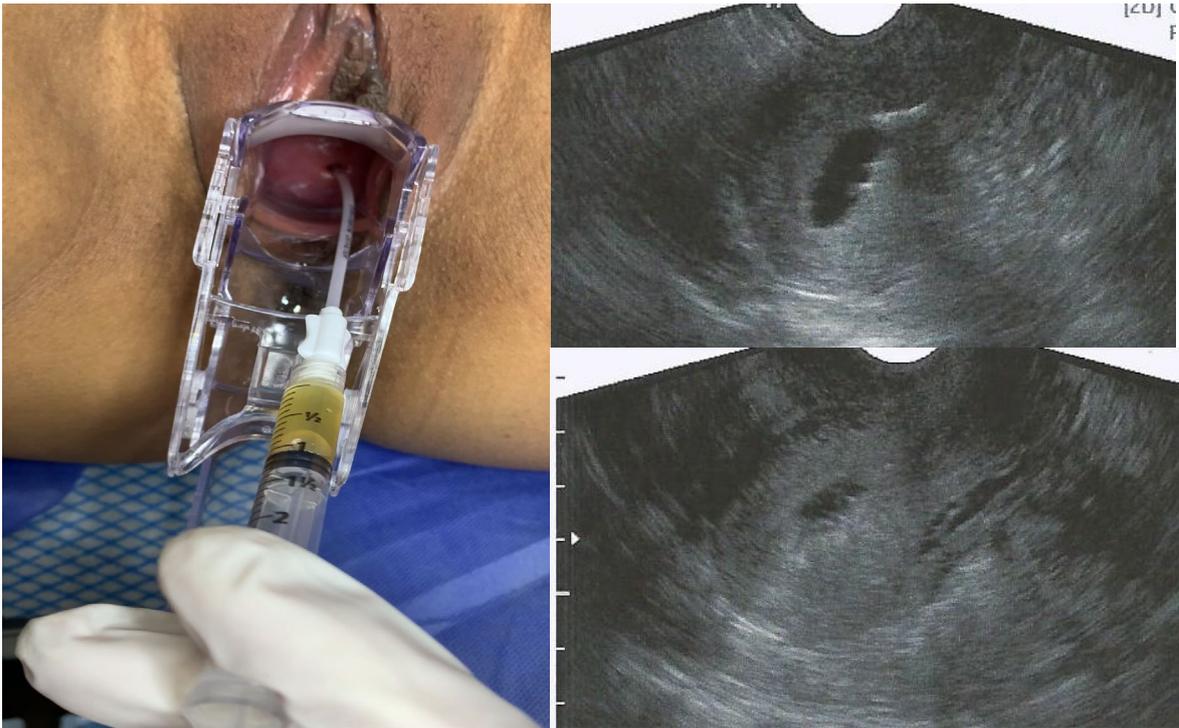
Preparación y aplicación de L-PRP O3 con asistencia ultrasonográfica
